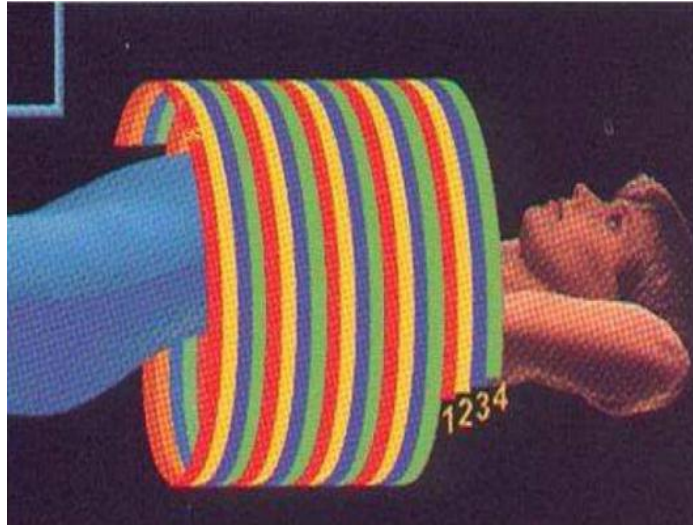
Tubo de Rx de la TC, múltiples cortes. (44,45)
